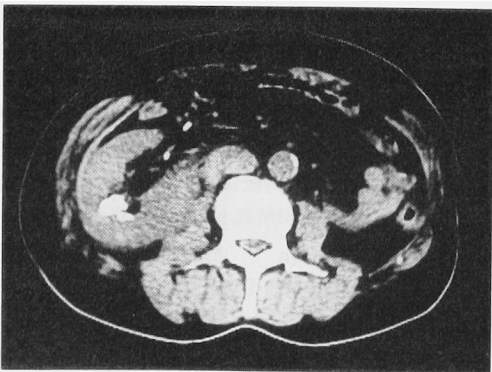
CT scan of 3 months after ESWL
